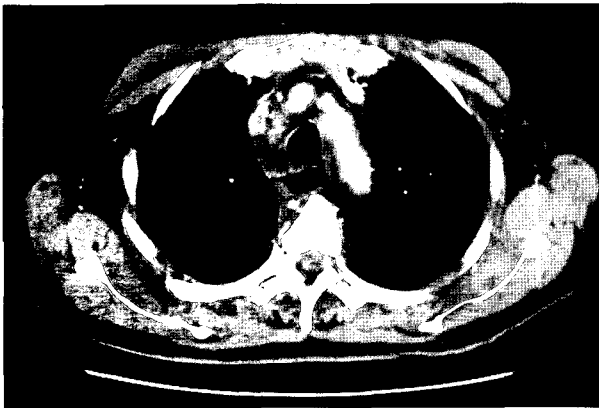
Postoperative chest computerized tomography scan at the upper thoracic esophagus. Abnormal air-bubble shadow and fluid density in the esophageal wall shown in Fig. 1(A) are not shown.
